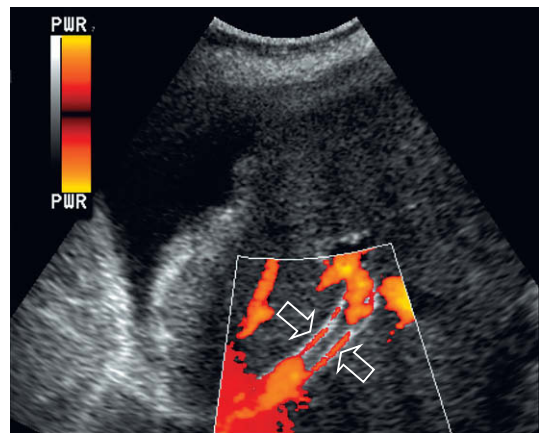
Imagen de Doppler energía de un catéter TIPS. La ausencia de señal de color en la zona central de la derivación indica trombosis completa de la TIPS. Obsérvese el artefacto de color producido por los alambres de la endoprótesis, que no se debe confundir con flujo a lo largo de la pared.
